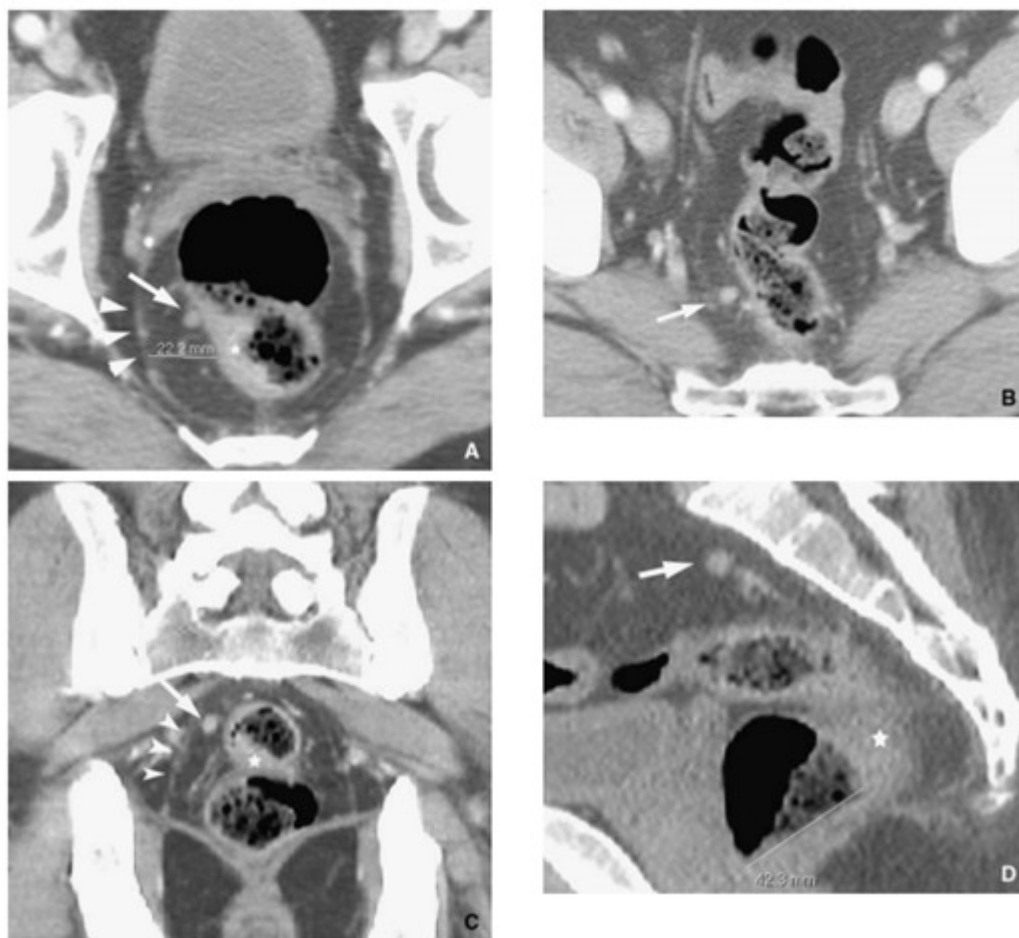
Adénocarcinome du rectum. Les coupes axiales tomodensitométriques(TDM)(A et B) avec reconstruction coronale (c) et sagittale (D) montrent une tumeur du tiers inférieur du rectum (étoile) située à plus de 2 cm du fascia du mésorectum (tête de flèche) et dont le pole inférieur est situé à plus de 4 cm du sphincter anal. Présence de plusieurs adénopathies du mésorectum homolatéral (flèches)
